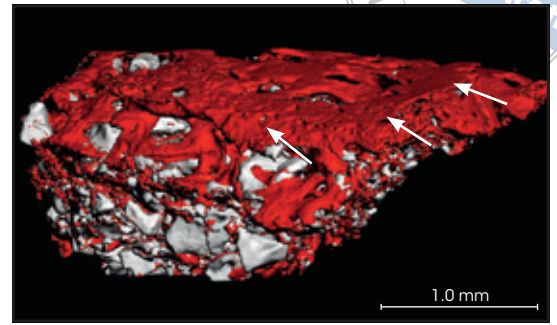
Mikro-CT einer Probe von Patient 7 (rot = Wirtsknochen; weiß = MCBS-Partikel). Die in neugebildeten Knochen (NB) eingebetteten MCBS-Partikel sind erkennbar.
